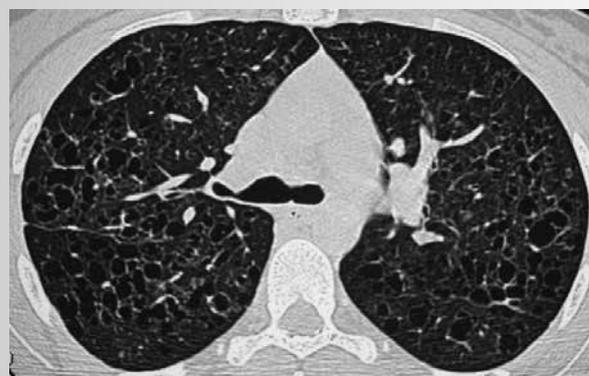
МСКТ легких перед выпиской из стационара
